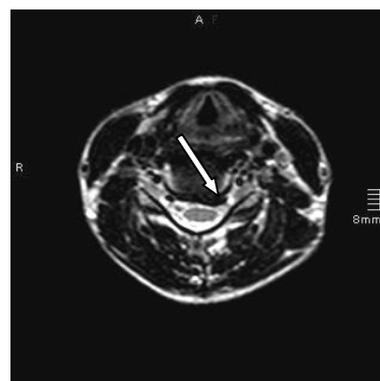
Hard disc im MRT
